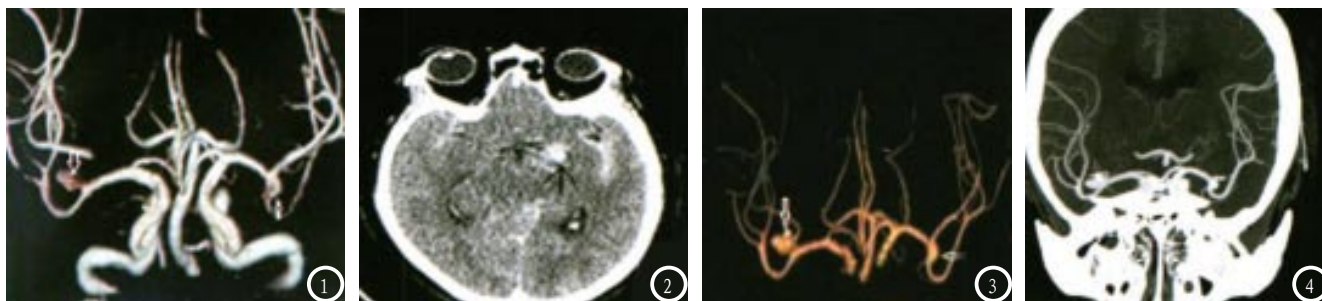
患者,男65岁,左侧大脑中动脉动脉瘤。图1: MSCTA的VR图像;图2: CT平扫显示蛛网膜下腔出血,可疑左侧颈内动脉系统动脉瘤;图3: VR剪影后图像,清晰呈现血管全貌,显示瘤体大小、瘤体与周围解剖结构的三维空间关系;图4: MIP,冠状位呈现颅内动脉与瘤体关系,并可见血管钙化。
